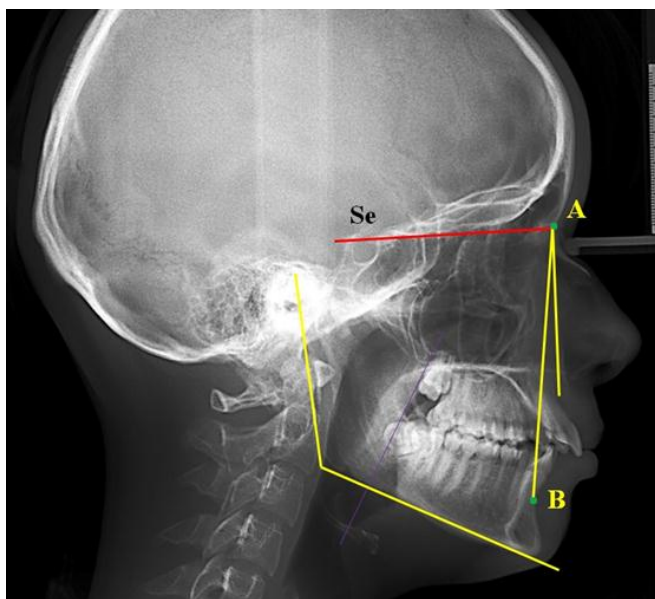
Телерентгенограмма пациента Г., 15 лет, в боковой проекции
